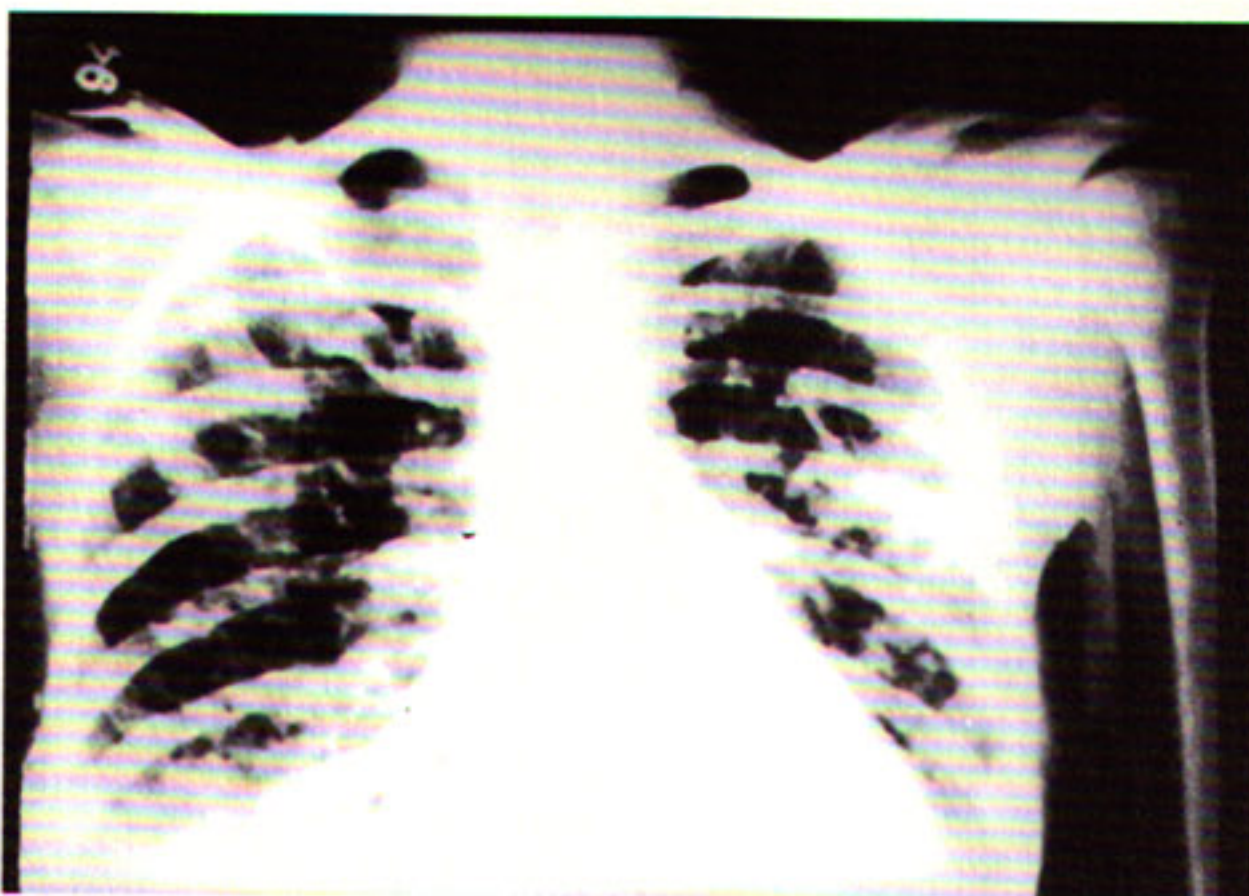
Radiografia de tórax: infiltrado intersticial reticular, com redução volumétrica dos pulmões.
